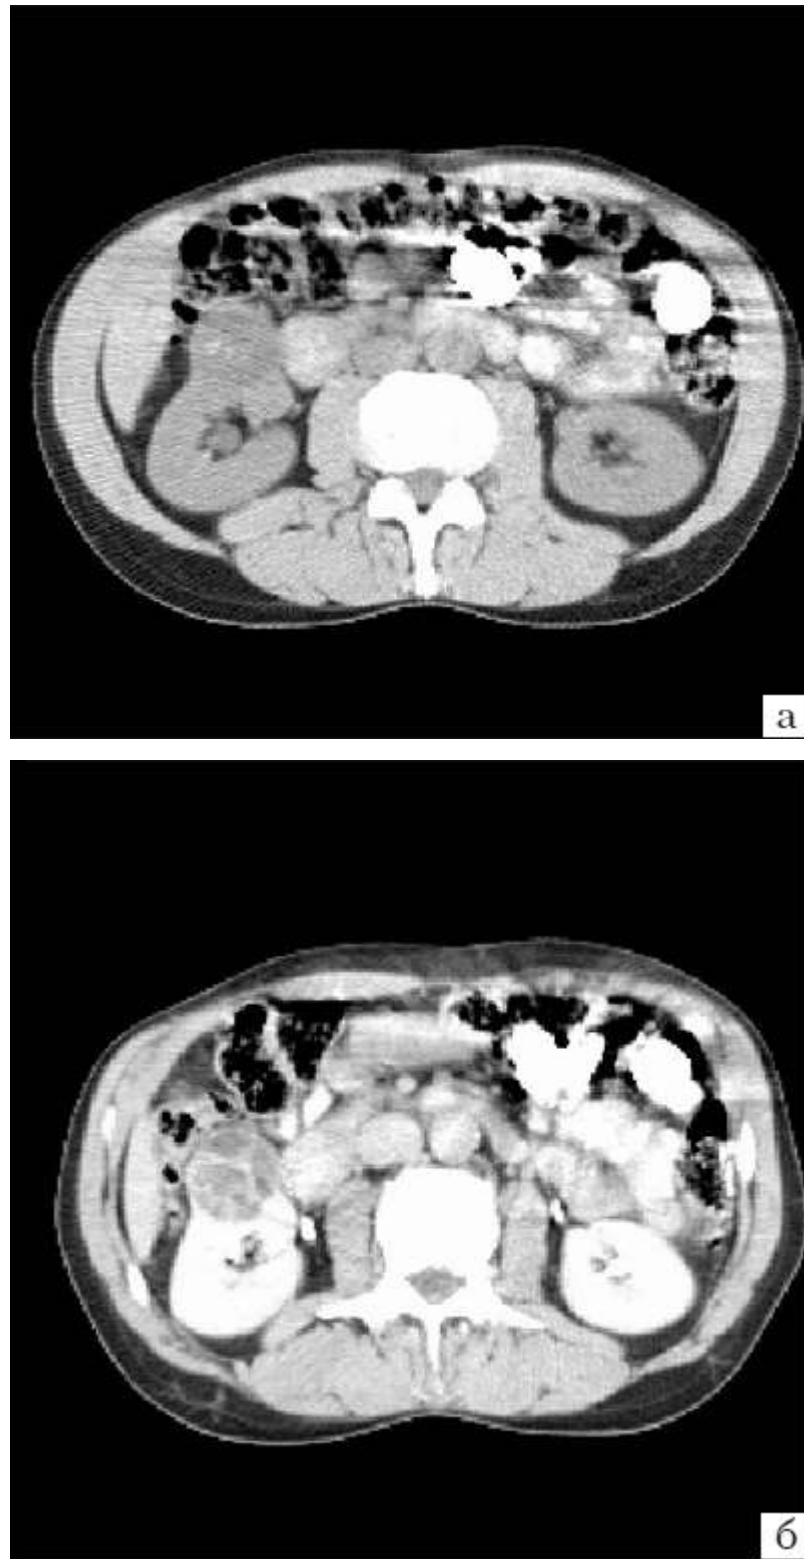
Комп'ютерна томограма хворої Б. 41 рік. Кістозне новоутворення
